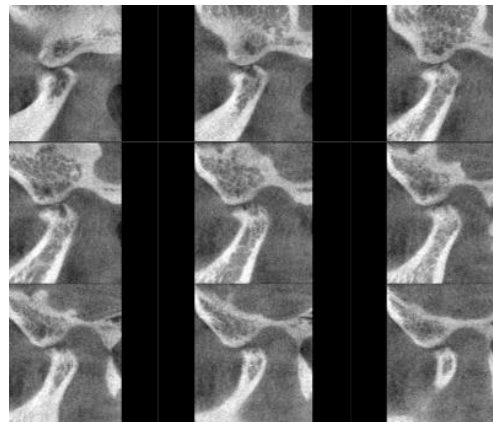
CBCT 시상면 3*3 소견으로 심한 골침식, 골경화, 골극이 보이며 피질골이 파괴되어 나타나는 “골변화 심함”을 보이는 사진
